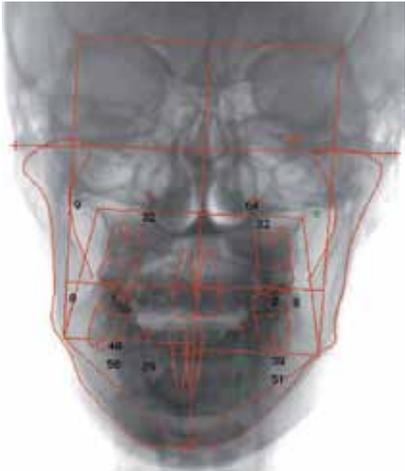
Trazado de Radiografía Posteroanterior
